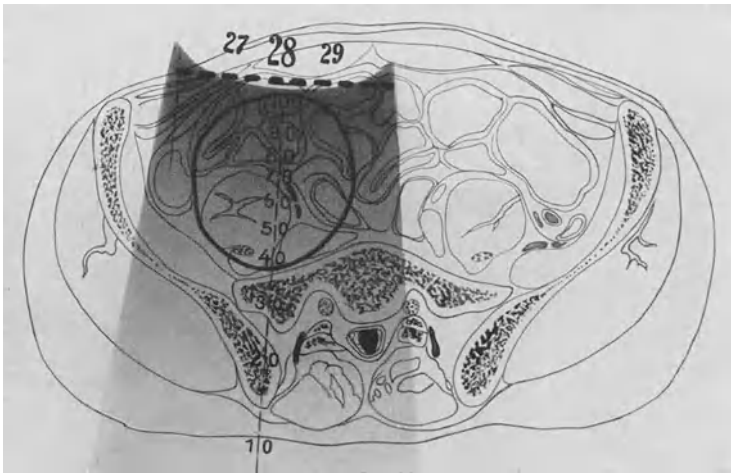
Noch ausschließlicher wirkt die Röntgendosis auf den Krankheitsherd, wenn man unter Verzichtleistung auf diejenigen Felder, bei denen eine ergiebige Kompression nicht möglich erscheint, lediglich mit einem Strahlenkegel, aber unter stärkster Kompressionswirkung den Krankheitsherd angreift.
